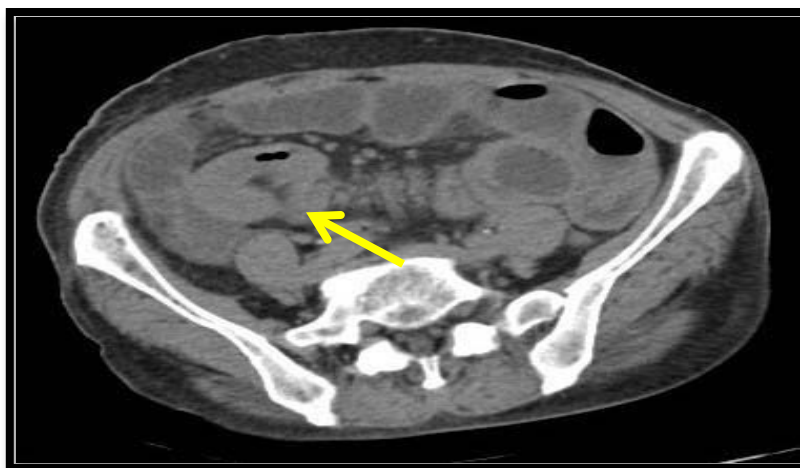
TDM abdominale avec injection de PDC au temps veineux montrant un rehaussement modéré, homogène de l'épaississement sténosant de la dernière anse.
